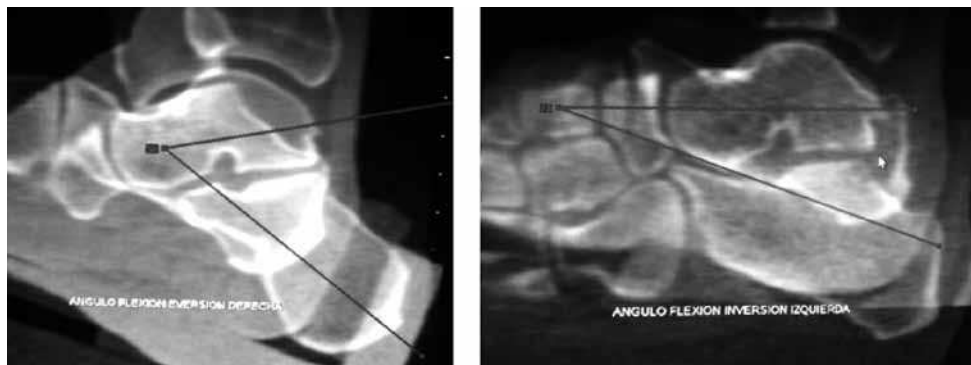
Medición sobre TAC de la flexión astrágalo calcánea en inversión máxima y eversión. compresión axial.
